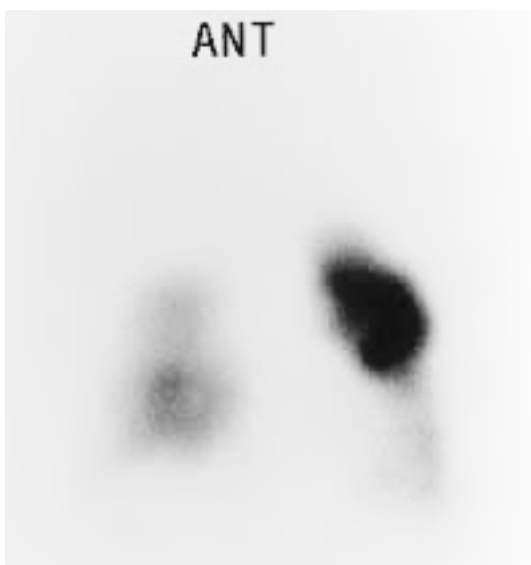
Pulmonary perfusion scintigram (technetium-99m-macroaggregated albumin) showing multiple perfusion defects in the right lung and partial perfusion defects in the left lower lobe
